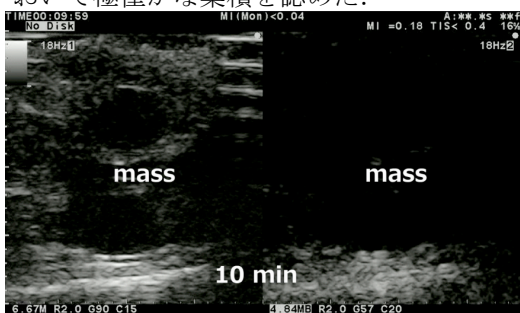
同所モデルにおけるFuc-liposome-PFBの超音波所見(ハーモニックBモード)。
